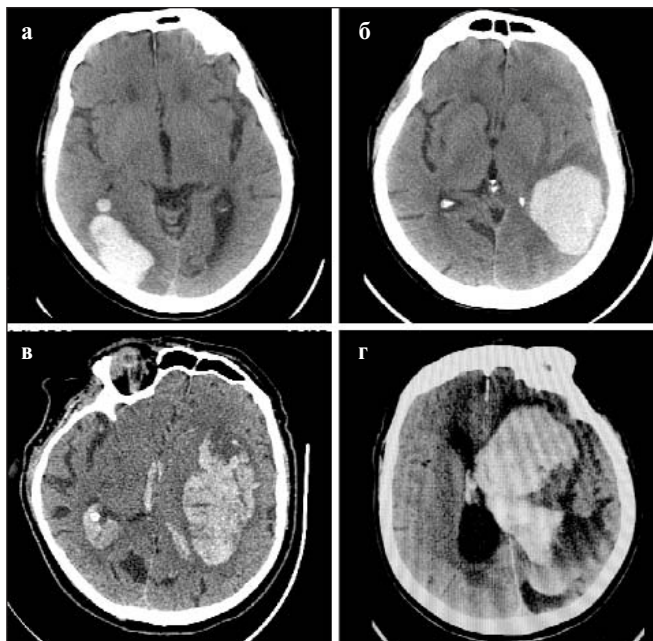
КТ головного мозга при гипокоагуляционных ВМК: а — комбинированная антитромботическая терапия при инфаркте миокарда и первичном чрескожном вмешательстве; б–г — передозировка варфарина (МНО соответственно 3,9; 5,7; 9,3)
